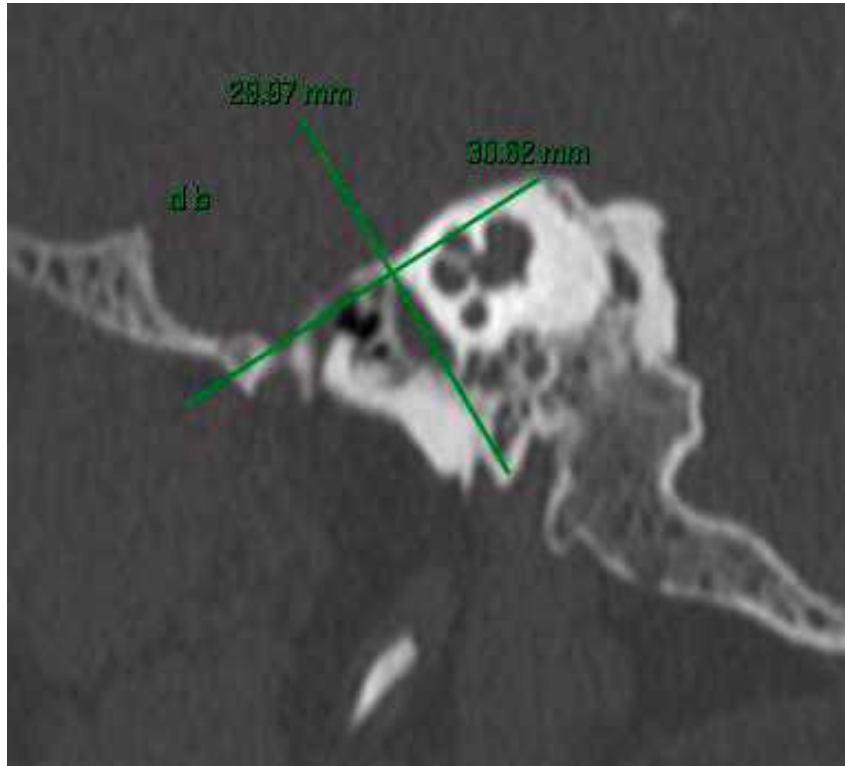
TAC de oídos simple en corte sagital de oído derecho el cual muestra un receso subtensor tipo B.
